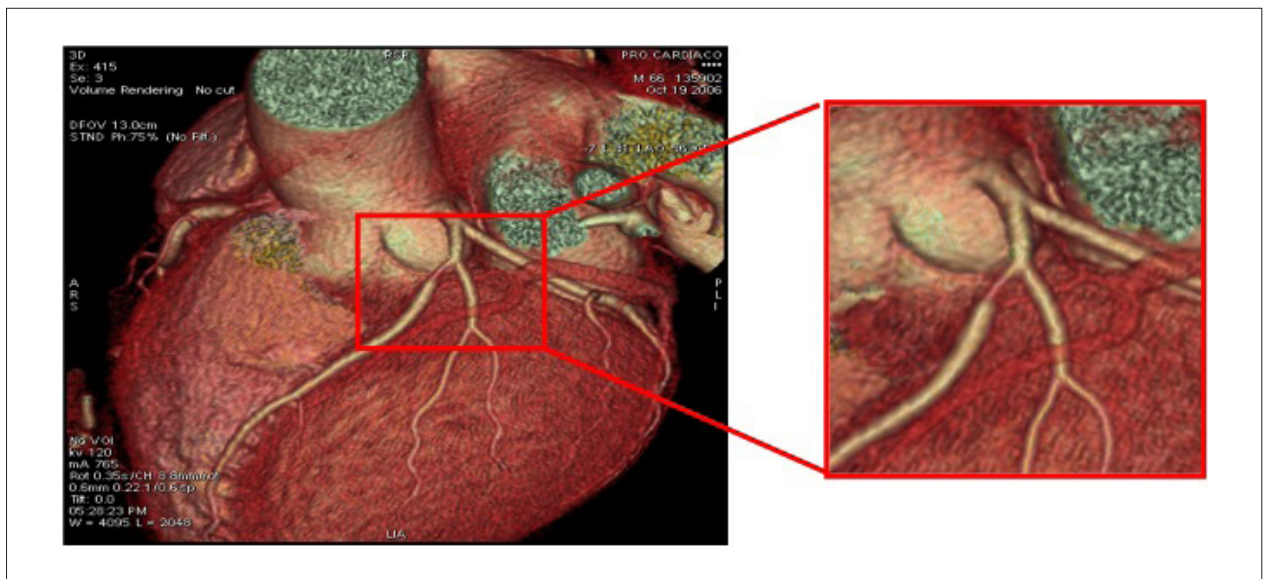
Angio TC de um paciente de 66 anos, masculino, assintomático. Em destaque se observa presença de lesão obstrutiva na artéria descendente anterior.
